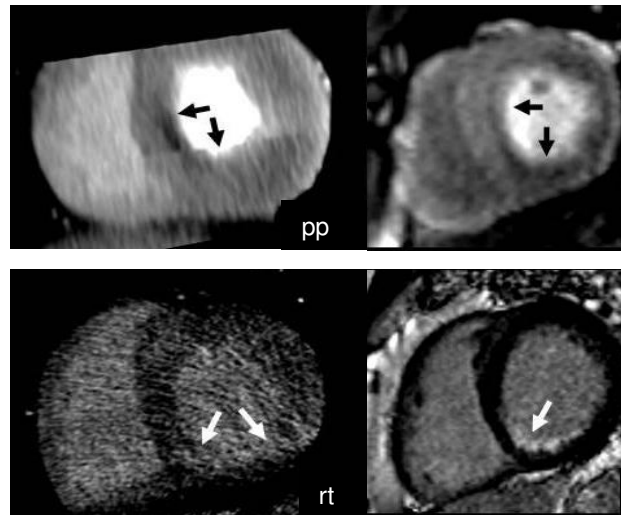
Correlación entre la tomografía computarizada de estrés (izquierda, arriba y abajo) y la cardiorresonancia magnética de estrés (derecha, arriba y abajo). pp: perfusión precoz que muestra un defecto subendocárdico septal mesoventricular (flechas negras); rt: infarto inferior en el realce tardío (flechas blancas).
